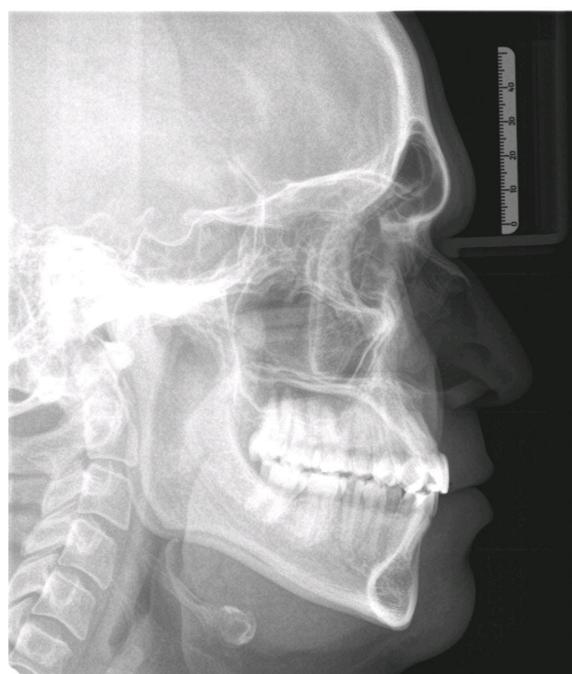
Telerradiografia final (A)
